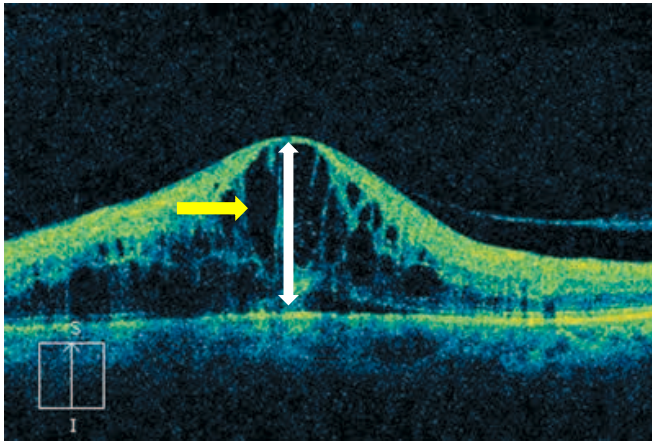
[1]: Befund optische Kohärenztomografie bei Zentralvenenverschluss
